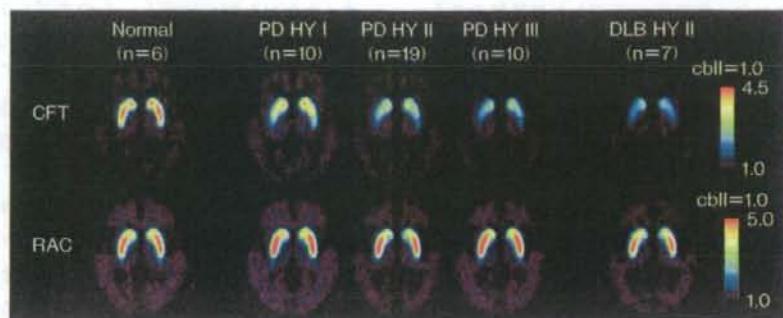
パーキンソン病と DLBD の PET 比較
